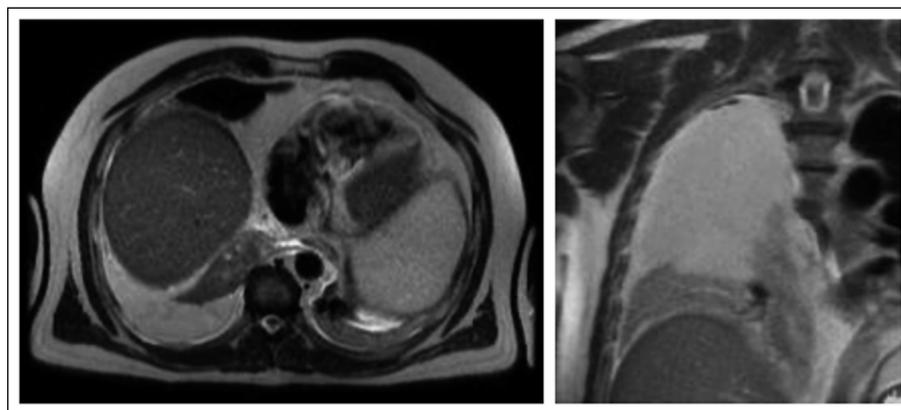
Resonancia magnética RNM de tórax.
